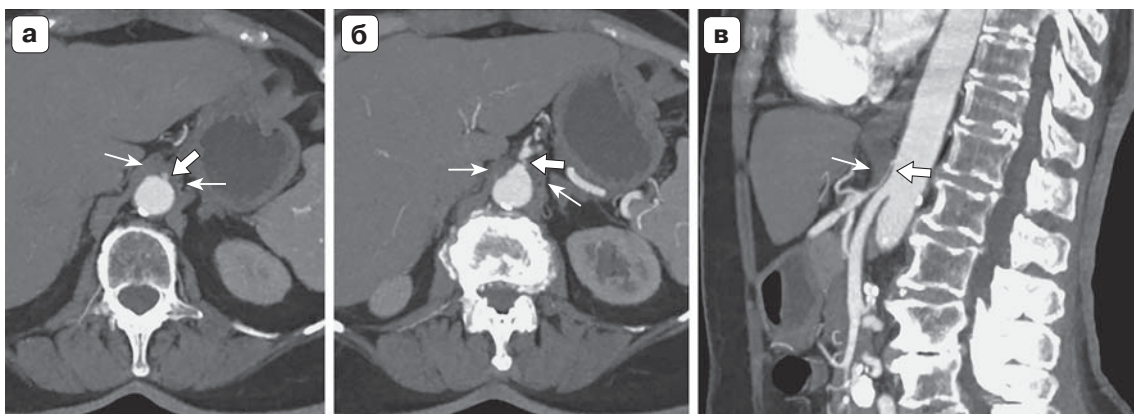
КТ-ангиограммы брюшного отдела аорты. а, б – последовательные фрагменты аксиальных срезов; в – сагиттальная реформация. Гипертрофированные медиальные связки ножек диафрагмы (тонкие стрелки), протяженный стеноз чревного ствола (стрелки).
